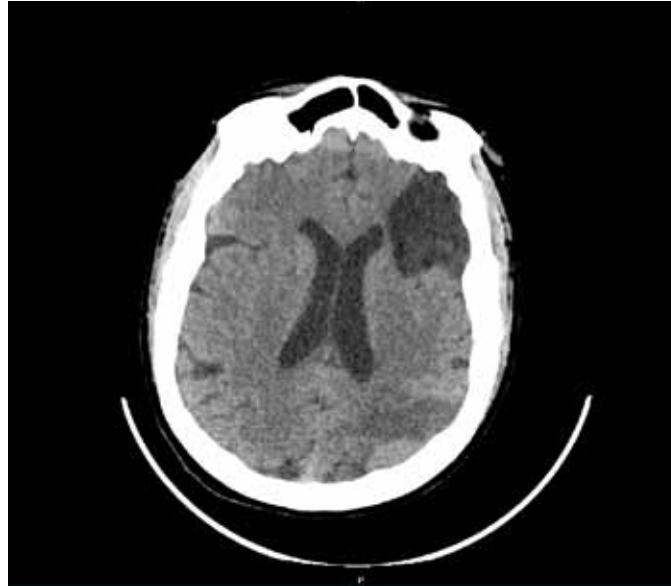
Tomografía Axial Computarizada Cerebral sin contraste: áreas hipodensas occipital y parietal izquierdas, sugestivas de lesiones isquémicas establecidas.
